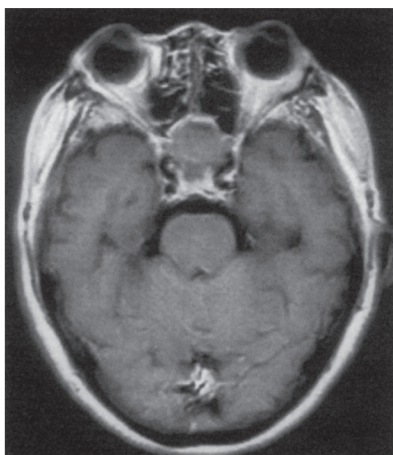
MR imaging of case1. (T1)
